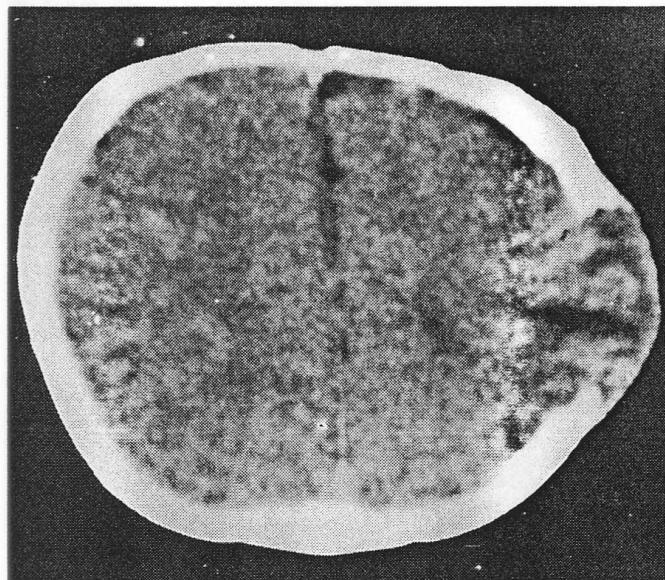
CT scan demonstrates bony defect and herniation of brain parenchyme through the defect.
